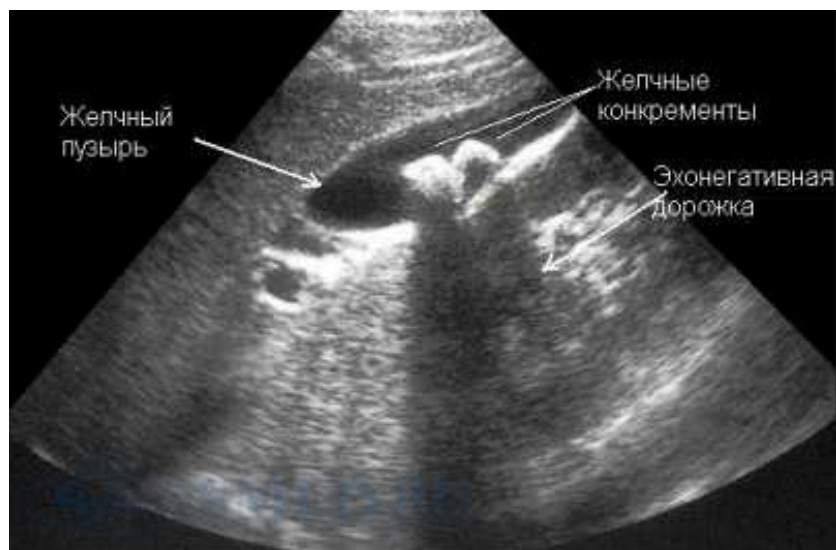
«УЗИ желчного пузыря при ЖКБ»
